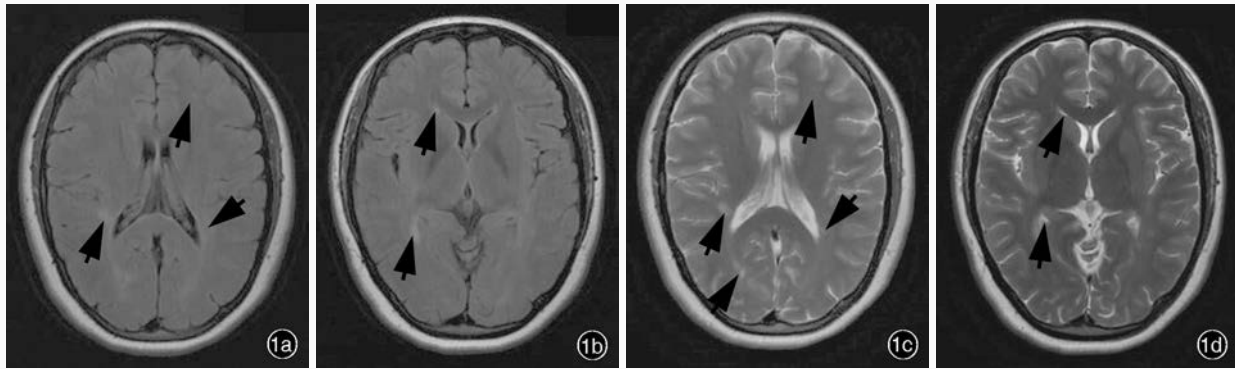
头部MRI检查(2011年8月)所见 1a, 1b 横断面T₂-FLAIR成像显示双侧侧脑室周围多发斑片样高信号(箭头所示) 1c, 1d 横断面T₂WI显示双侧侧脑室周围多发斑片样高信号(箭头所示)
